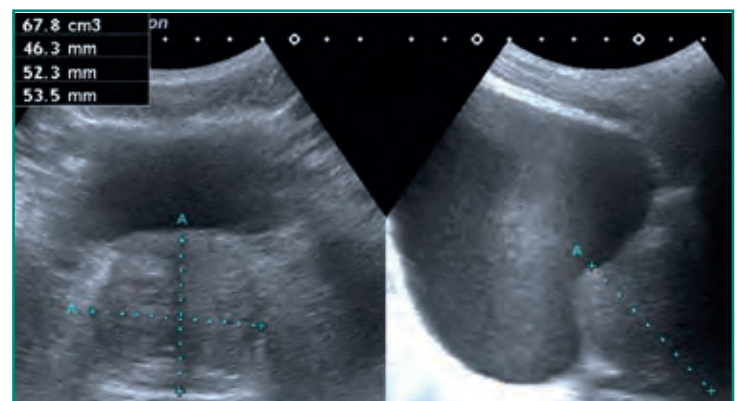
Ecografía vesicoprostática en posición transversal y craneocaudal con medidas del tamaño prostático (HBP grado III).
